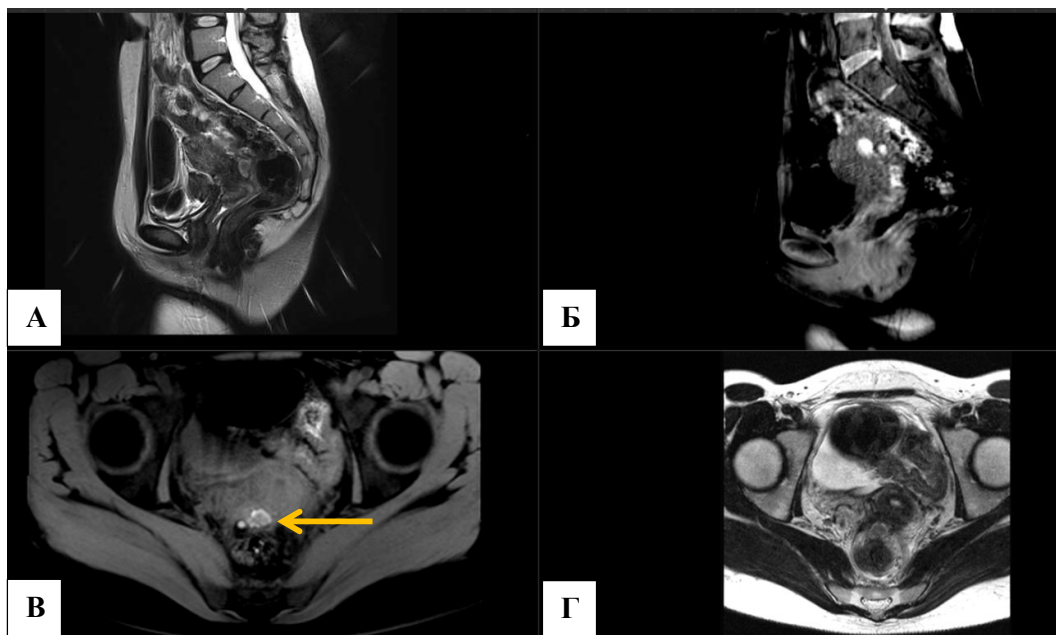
МР-томограммы. Ретроцервикальный эндометриоз. А) Т2-ВИ сагиттальная плоскость; Б) Т1 FS сагиттальная плоскость; В) Т1 FS, аксиальная плоскость Г) Т2 ВИ аксиальная плоскость. Кровоизлияние в инфильтрате в ретроцервикальной области (желтая стрелка).
